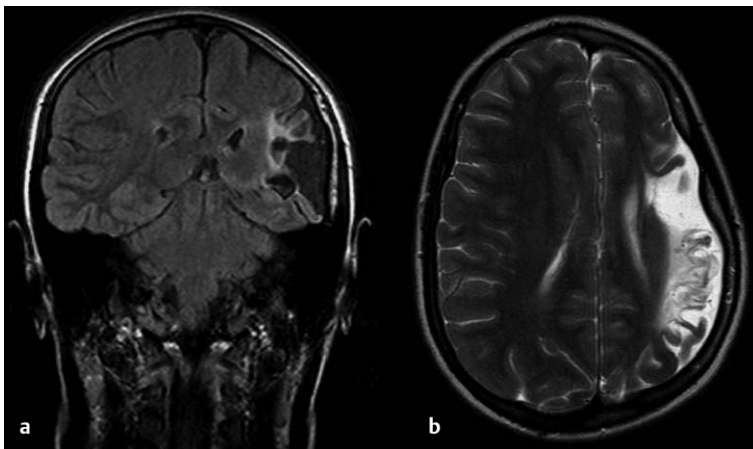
MRT-Bilder eines 15-jährigen Mädchens. Unauffällige Schwangerschaft, Geburt und frühkindlicher Entwicklung. Linkshändige, normal intelligente Schülerin einer weiterführenden Schule mit leichter, im Alltag nicht behindernder Einschränkung der Hand- und Armmotorik rechts. Vorstellungsgründe waren Kopfschmerzen und Parästhesien in der rechten Hand (sensorische epileptische Anfälle, Auren). Der A.-media-Infarkt links ist vermutlich nach der 30. SSW entstanden, da Reste der Gyration im Läsionsgebiet erkennbar sind. Neben dem Substanzdefekt wenig gliotisches Gewebe (in der FLAIR-Wichtung erkennbar). Die Ätiopathogenese blieb ungeklärt.
